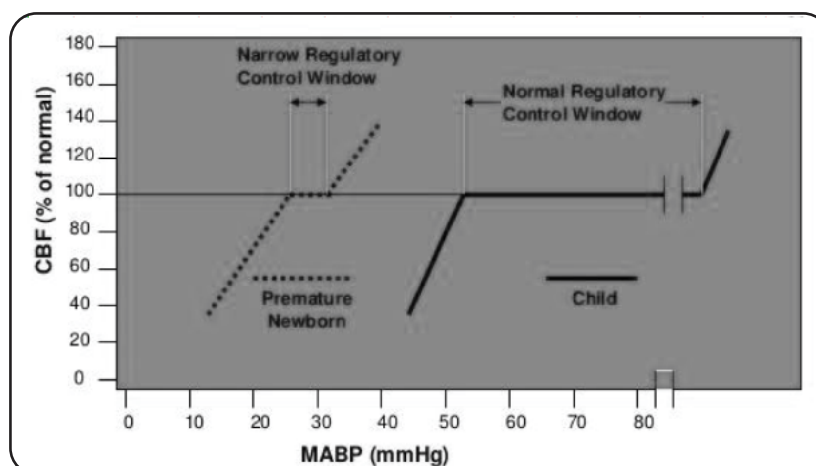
Зависимость церебральной перфузии от системного давления.
